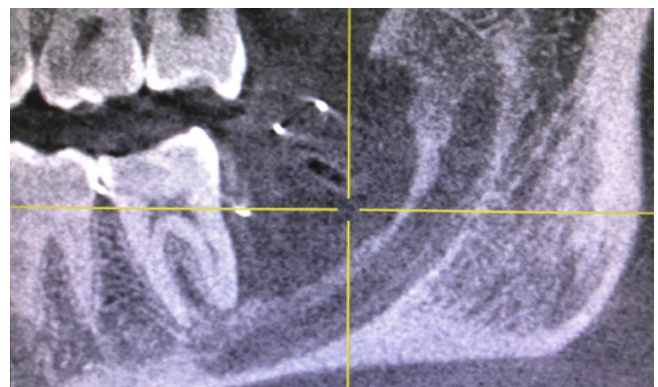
Corte transversal de cone beam mandibular realizado a los 8 meses de descompresión.
